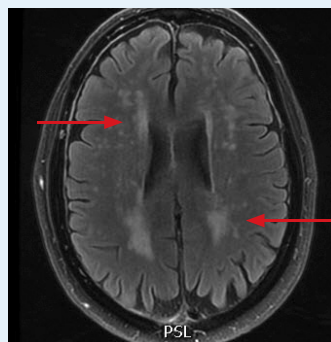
Zerebrales MRI einer 39-jährigen Patientin mit Morbus Fabry: White matter lesions periventrikulär.
